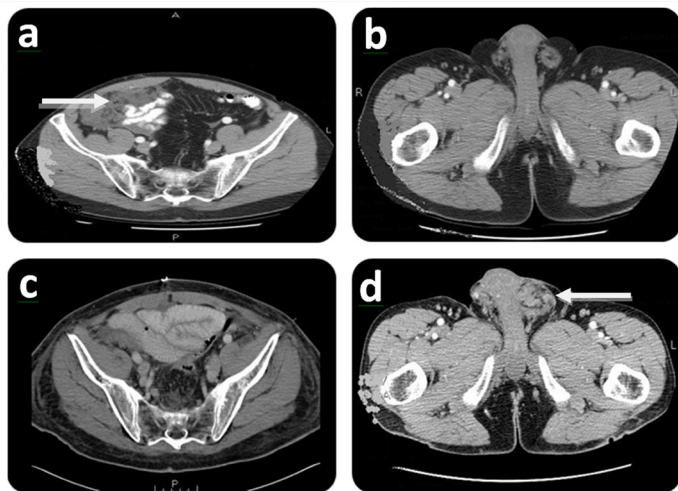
Hallazgos en TAC inicial y de control en el caso #2. Prequirúrgico: A. TAC que deja entrever masa fosa iliaca derecha (flecha blanca) en CRS/Hipec inicial. A: Anterior; P: Posterior. B. TAC que evidencia ausencia tumoral inguinal en el momento de CRS/Hipec inicial. R: Lado derecho; L: Lado izquierdo. Postquirúrgico: (7 meses después de CRS/HIPEC) C. TAC que evidencia ausencia tumoral en la cavidad peritoneal en el momento de la recurrencia inguinal P: Posterior. D. TAC que muestra masa inguinal izquierda (flecha blanca). L: Lado izquierdo.
